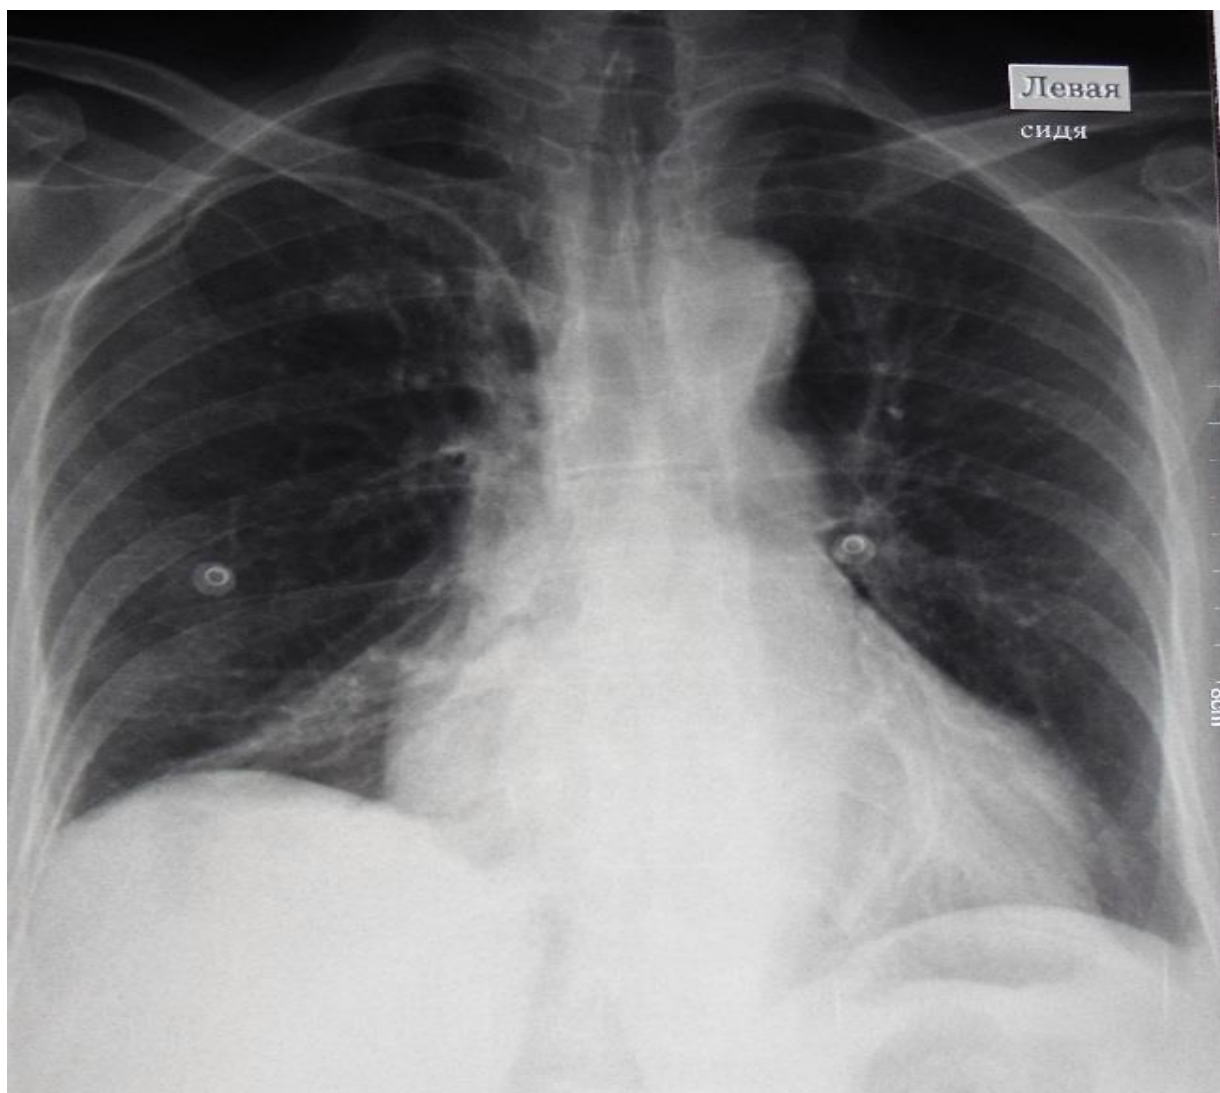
Рентгенограмма той же пациентки на 1-е сутки после видеоторакоскопии
